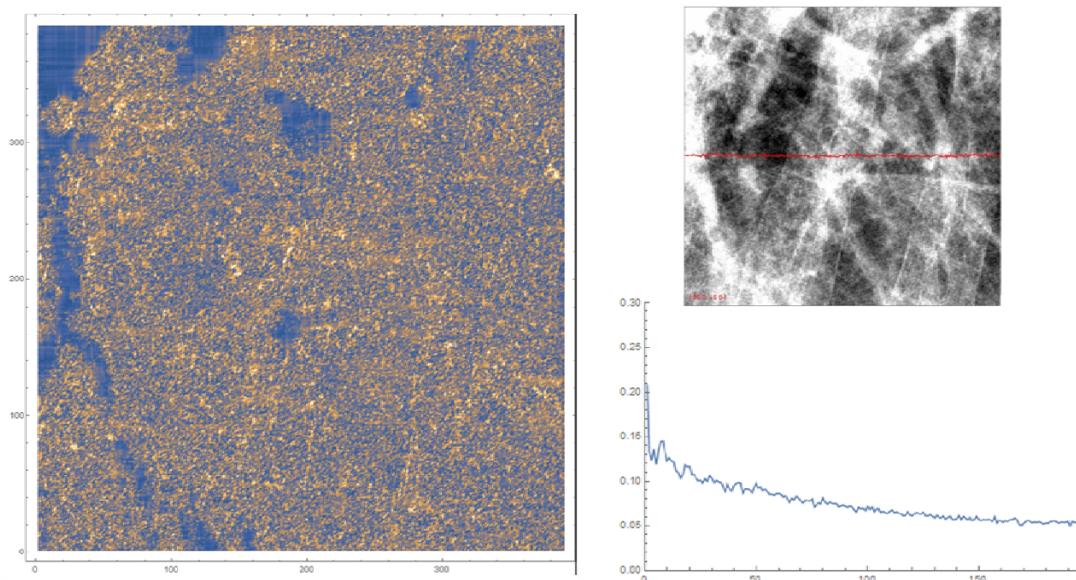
圖五、Line spread function (LSF) of the ROI of the X-ray image
